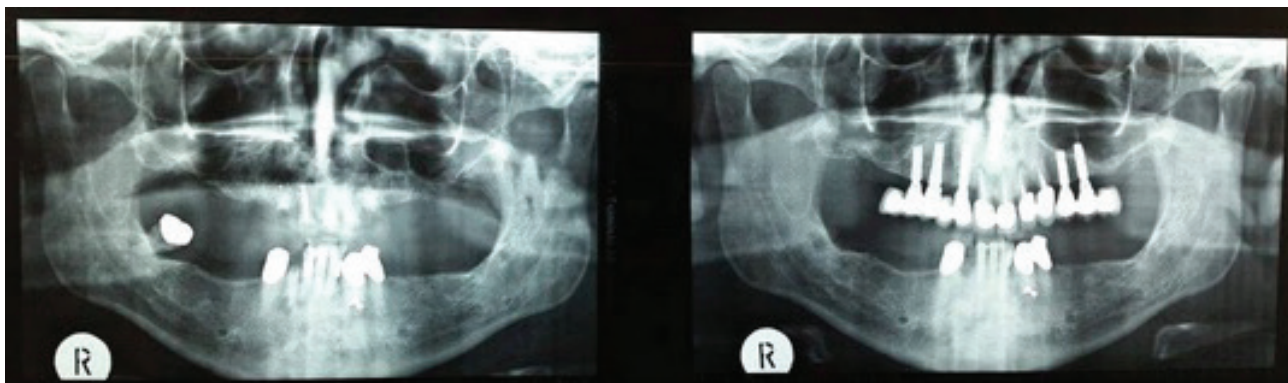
Panoramic radiograph taken before (left) and after (right) implant placement.
